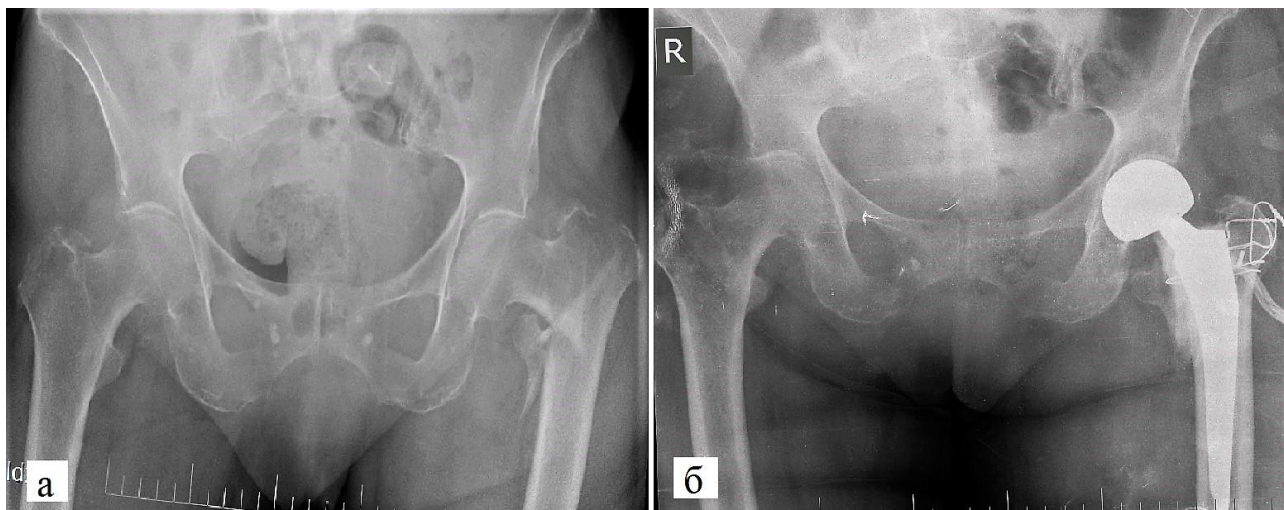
Рентгенограммы пострадавшей 81 год.
